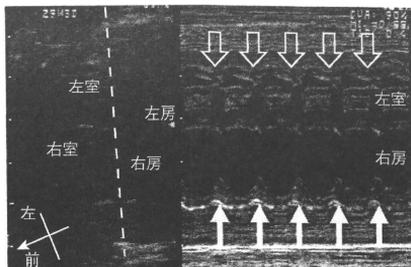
胎児頻脈性不整脈，1：1房室伝導(上室性頻拍)のMモード心エコー図
